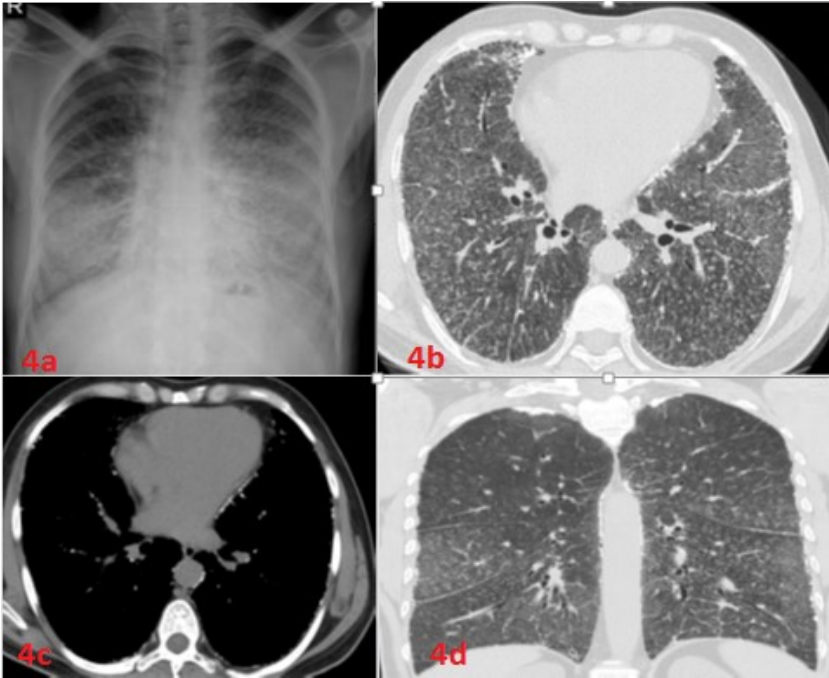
a: Akciğer grafisinde, bilateral alt zonlarda belirgin mikronodüler kalsifikasyonlar. b: Bilgisayarlı toraks tomografisinde orta ve alt zonlarda belirgin kalsifikasyonlar, septal kalınlaşmalar.
